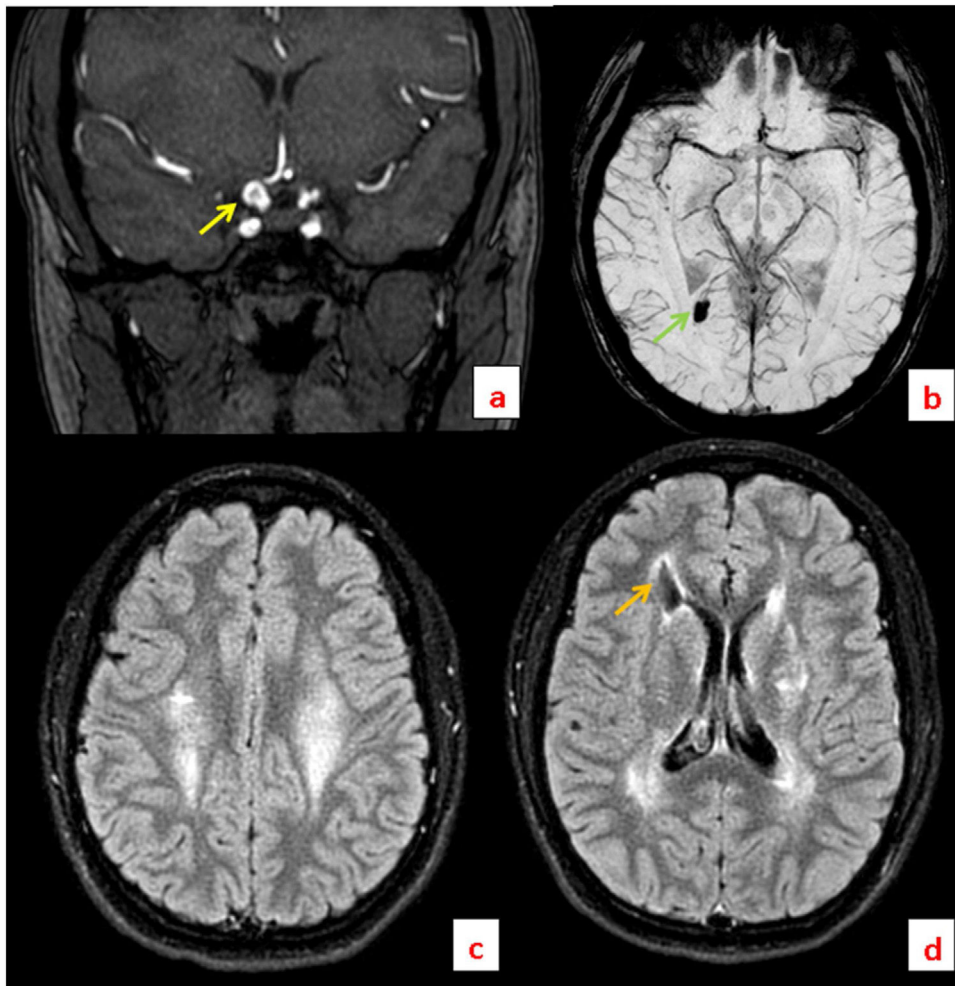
Imágenes de RM. a) Secuencia 3D TOF en plano coronal en la que se puede apreciar un aneurisma sacular (flecha amarilla) dependiente de la porción terminal de la arteria carótida interna intracraneal derecha. b) Secuencia SWI en plano axial en la que se aprecia un foco de susceptibilidad paramagnética (flecha verde) en localización peritrigonal derecha, correspondiente con un foco hemorrágico subagudo-crónico. c) Secuencia FLAIR en plano axial en la que se evidencia hiperintensidad que afecta a ambas coronas radiadas, en relación con leucopatía. d) Secuencia FLAIR en la que se aprecia hiperintensidad periventricular, así como en sustancia subcortical profunda adyacente, compatible con leucopatía. Cabe destacar la presencia de un quiste porencefálico (flecha naranja).
